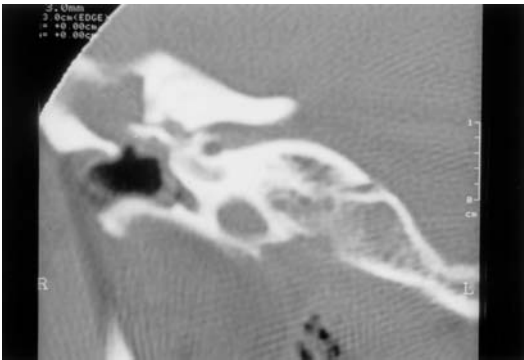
TC con fístula de conducto semicircular externo por colesteatoma.
